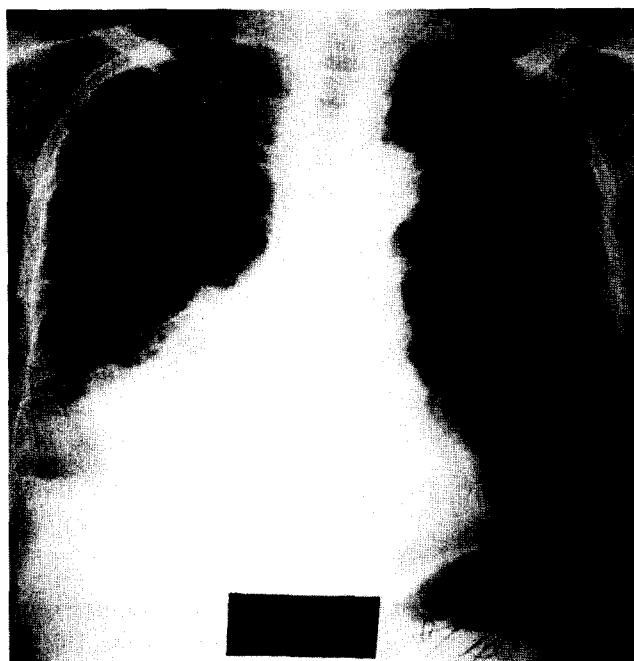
흉강 삼관술후 단순 흉부 정면 X-선 사진과 컴퓨터 단층 촬영 소견.
